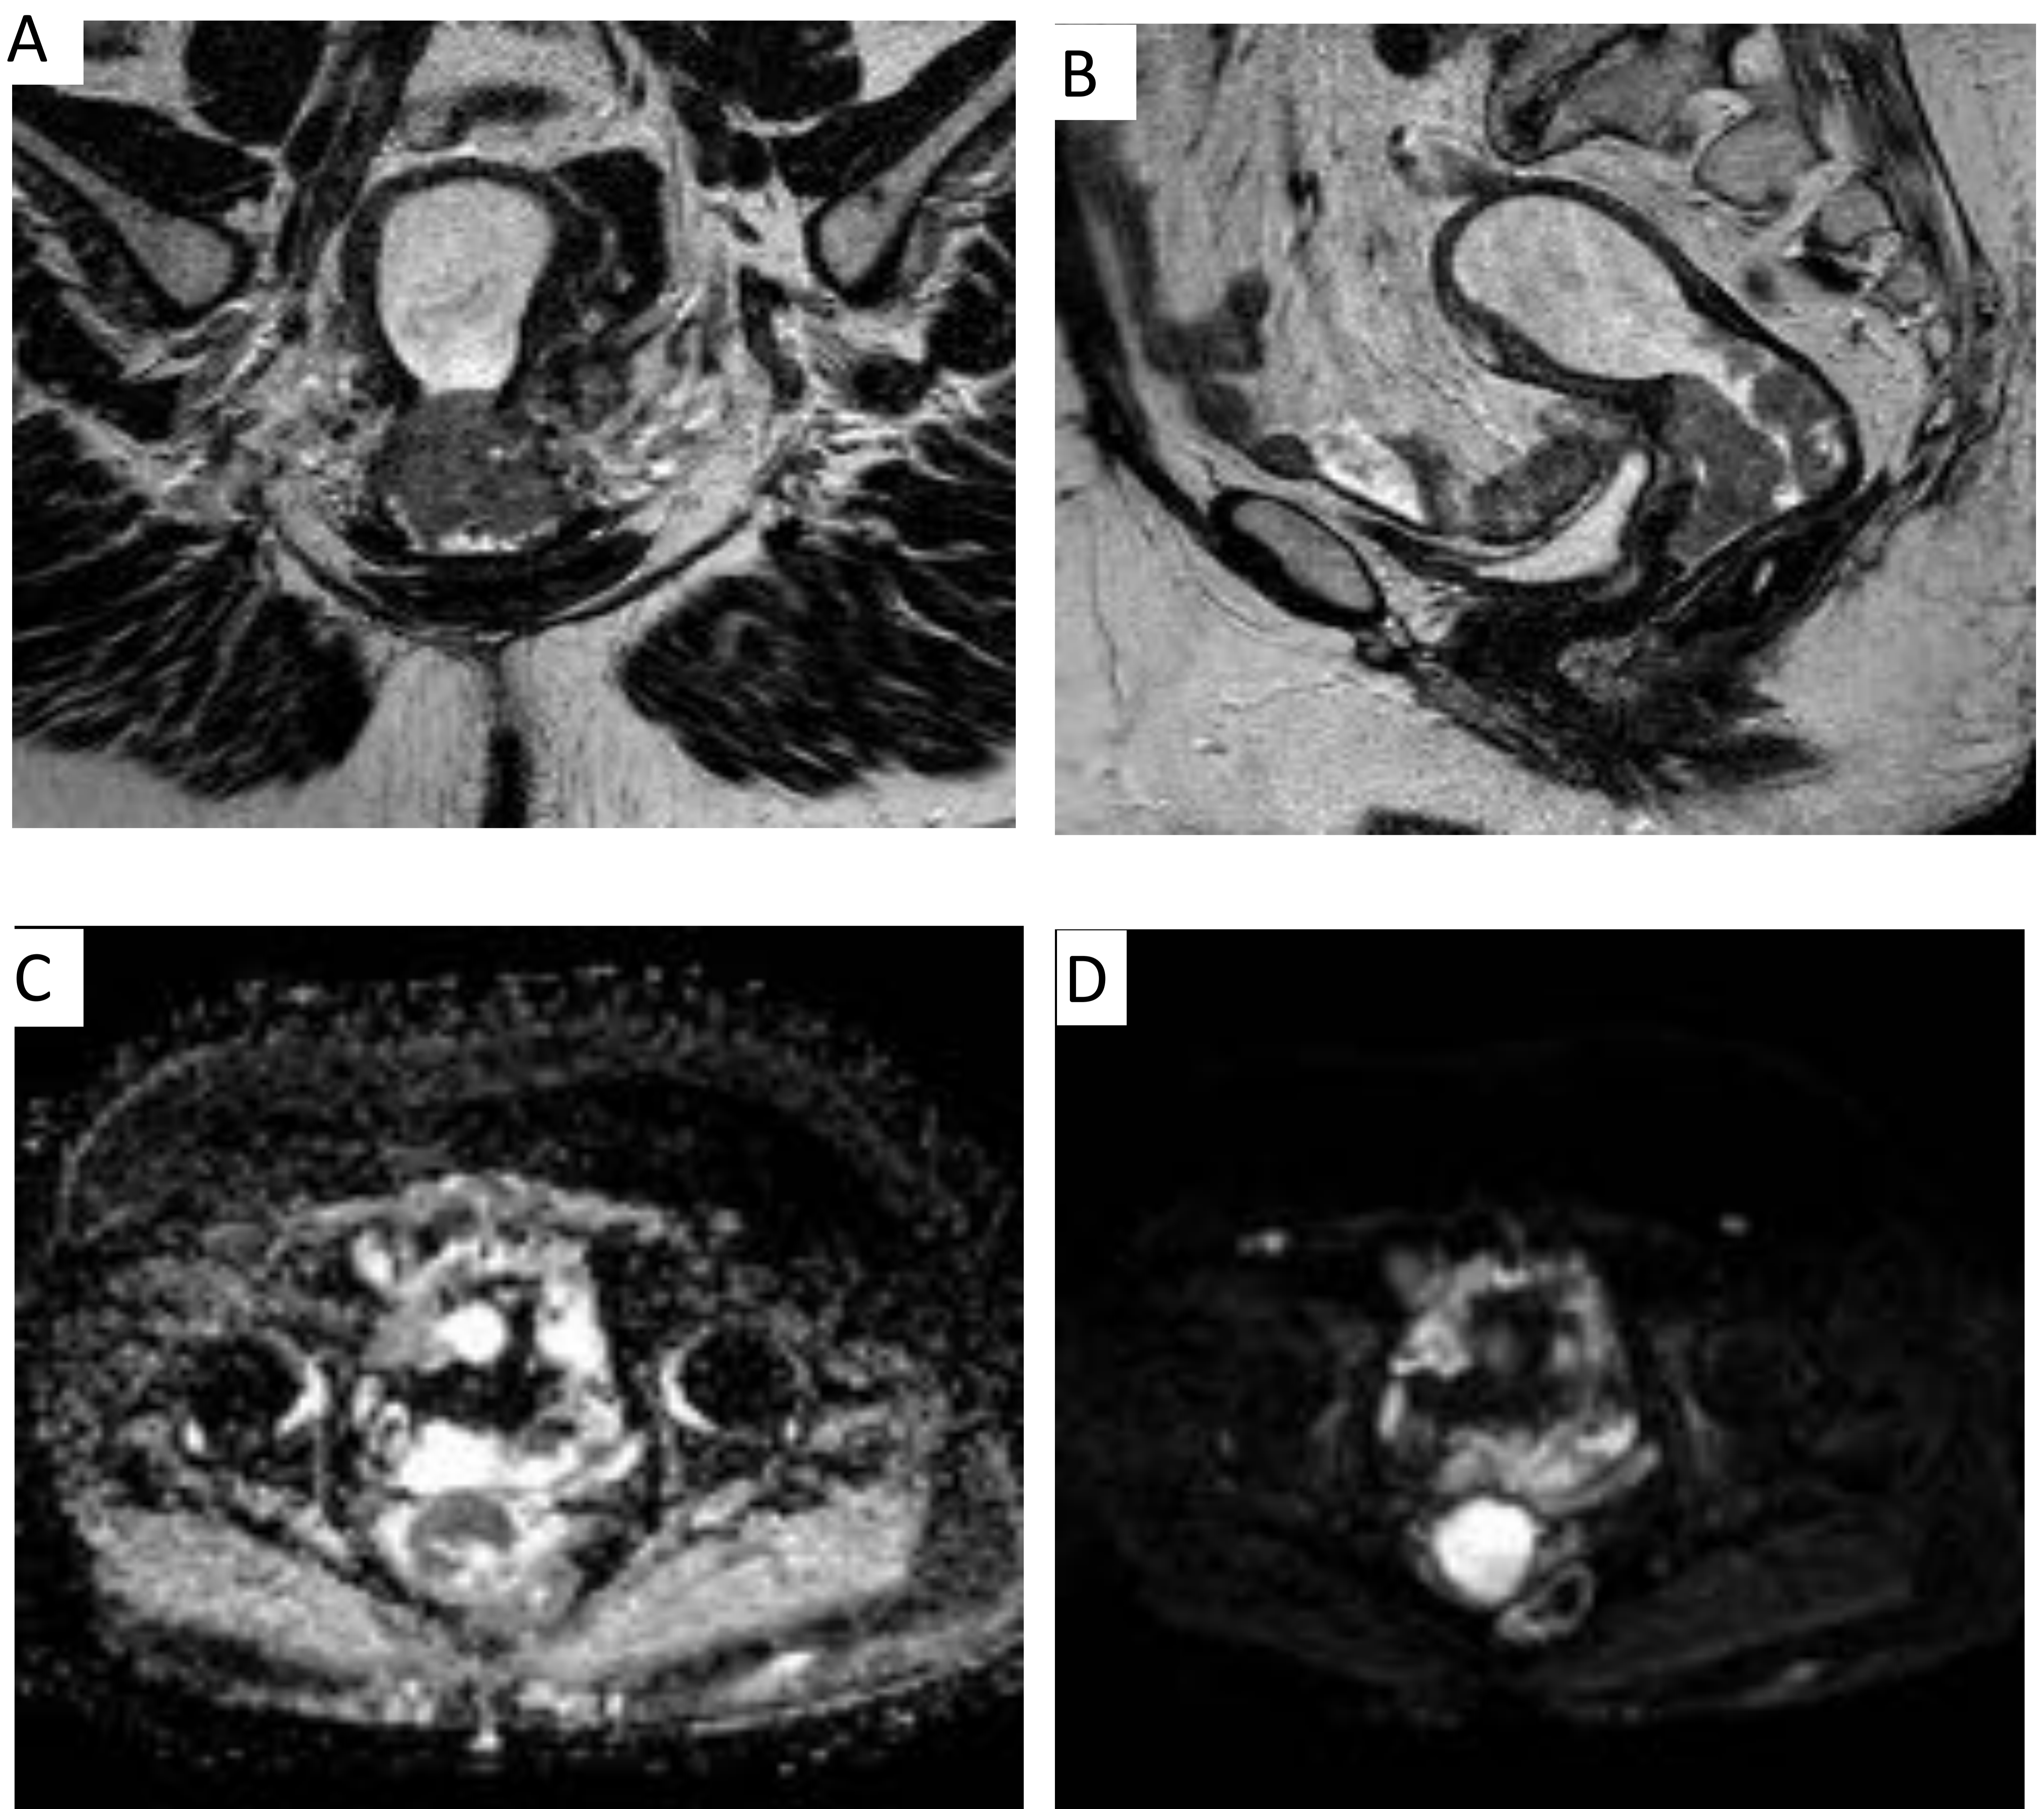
RM pelvis secuencias coronal T2 (a), sagital T2SE(b), y secuencias axiales de difusión (DWIb=800) y mapa ADC (c y d). Masa voluminosa que ocupa la cavidad cervical con infiltración estromal, y extensión parametrial, e infiltración del tercio superior de la vagina, que presenta intensa restricción a la difusión reflejando elevada celularidad, en relación con carcinoma cervical estadio RM IIB, que condiciona distensión de la cavidad endometrial y retención de secreciones. (Imágenes RM Servicio de Radiodiagnóstico del Hospital de Cruces)
